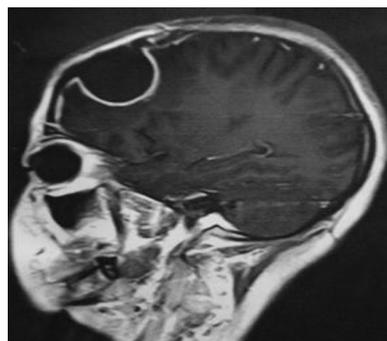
术后 40 d MRI 矢状位 T₁ 像, 可见边界清楚, 类圆形长 T₁ 信号影
